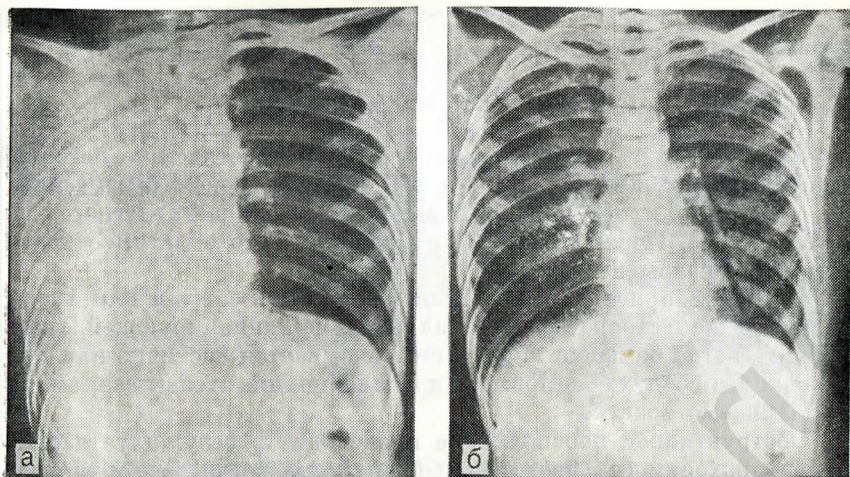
15. Рентгенограмма грудной клетки больного астмой. Массивный ателектаз правого легкого (а) и нормализация его аэрации после удаления слизистой пробки из правого бронха первого порядка (б). Сердце и другие структуры средостения при ателектазе смещаются вправо.
